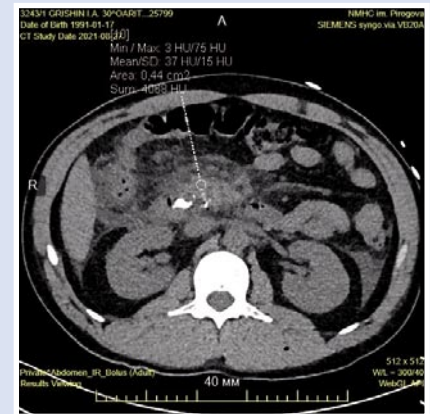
Данные МСКТ от 27.08.2021 г. Отек и инфильтрация парапанкреатической клетчатки и паренхимы железы в области крючковидного отростка (обозначены стрелкой).
